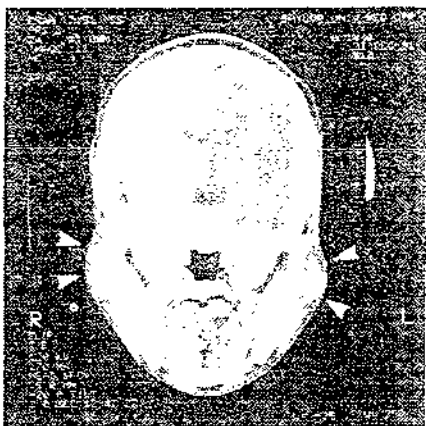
Imagen de TC intensificada con contraste
